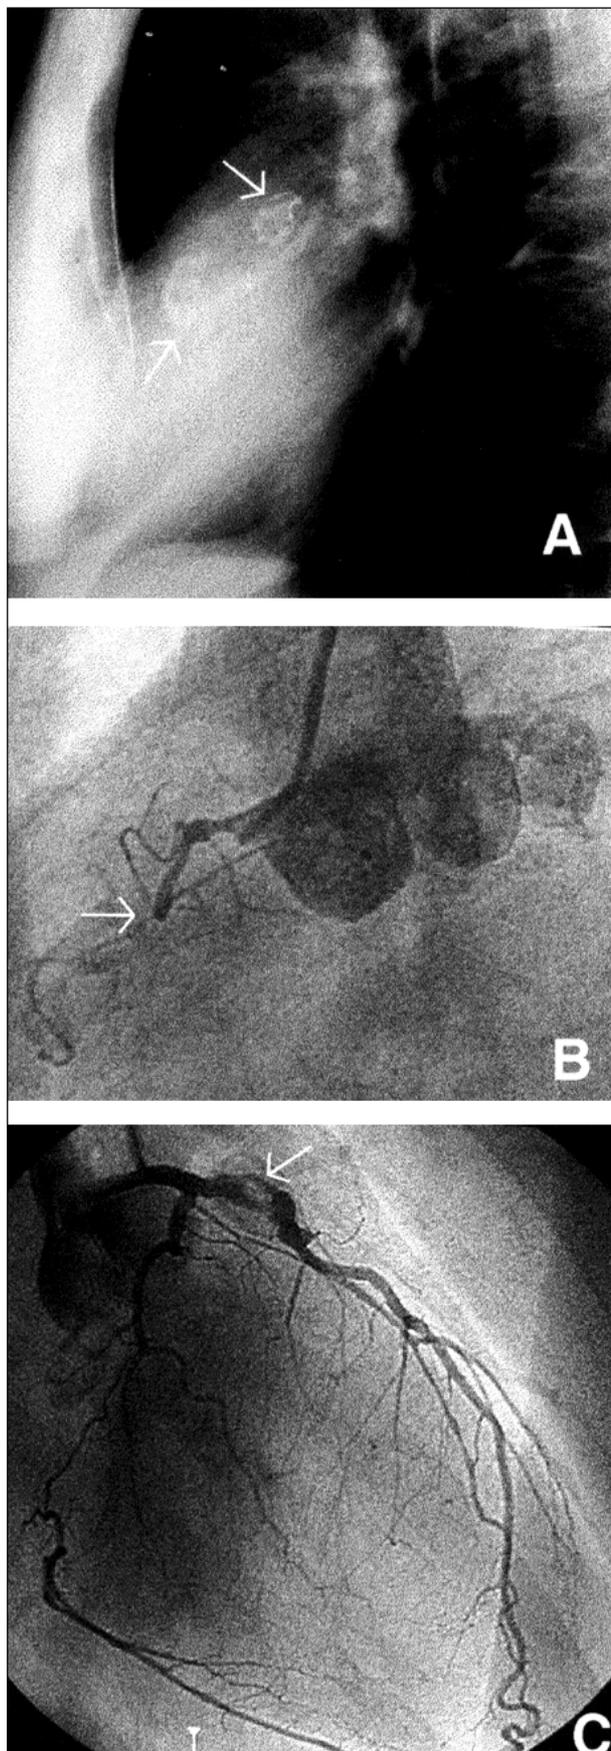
A) Radiografia de tórax com demonstração dos aneurismas coronarianos calcificados (setas); B) oclusão da coronária direita (seta); C) aneurisma e obstrução da coronária descendente anterior (seta).
